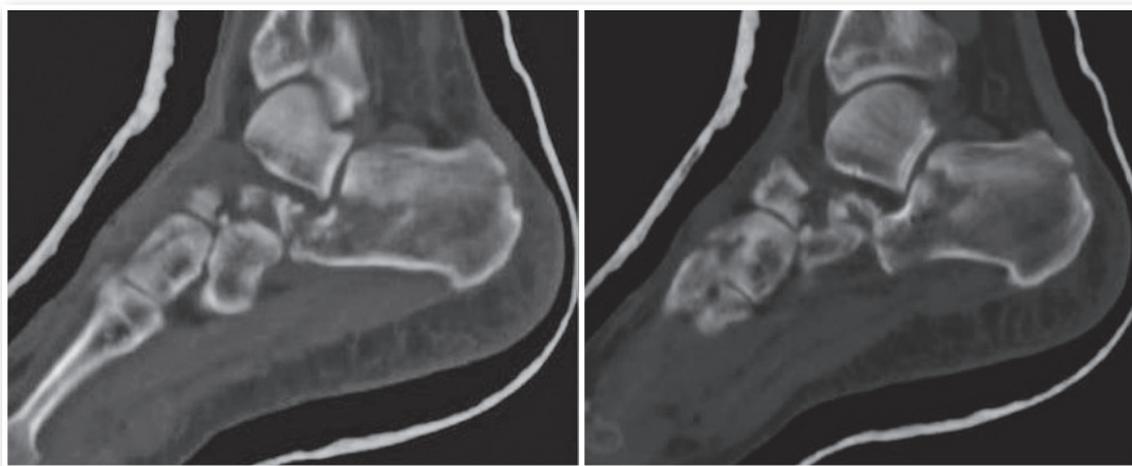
Tomografia computadorizada do pé esquerdo, corte sagital.
